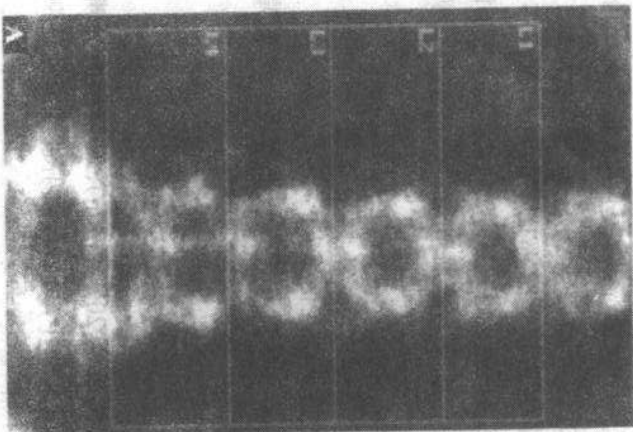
双能X线骨密度仪(Fukut Onseng的图片) A L1~L4各椎体的骨矿密度被测定。B各个水平的BMD值与正常30岁成人对照组(T)和年龄匹配(Z)比较,根据这些比较来预测相对的骨折风险。相似的测定也可在股骨近端(髌部)作出
